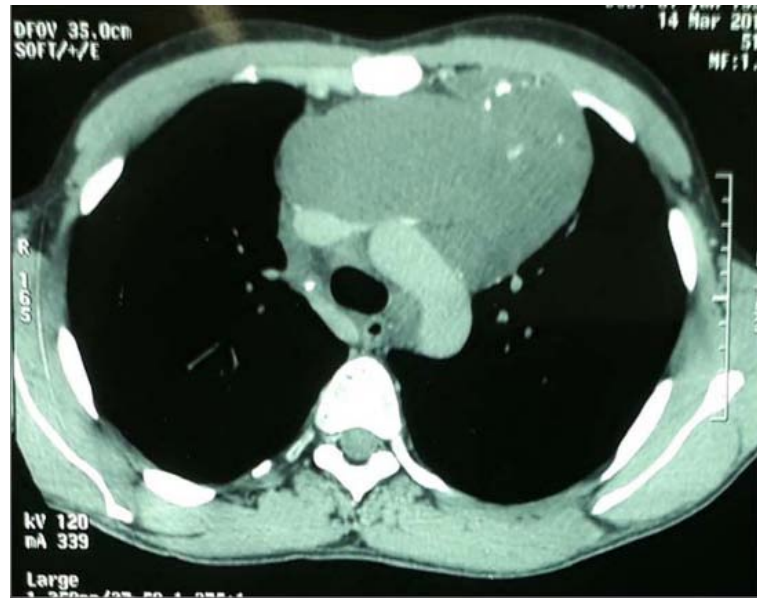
TDM thoracique en coupe axiale montrant une masse médiastinale antérieure de densité liquidienne évoquant un kyste thymique
